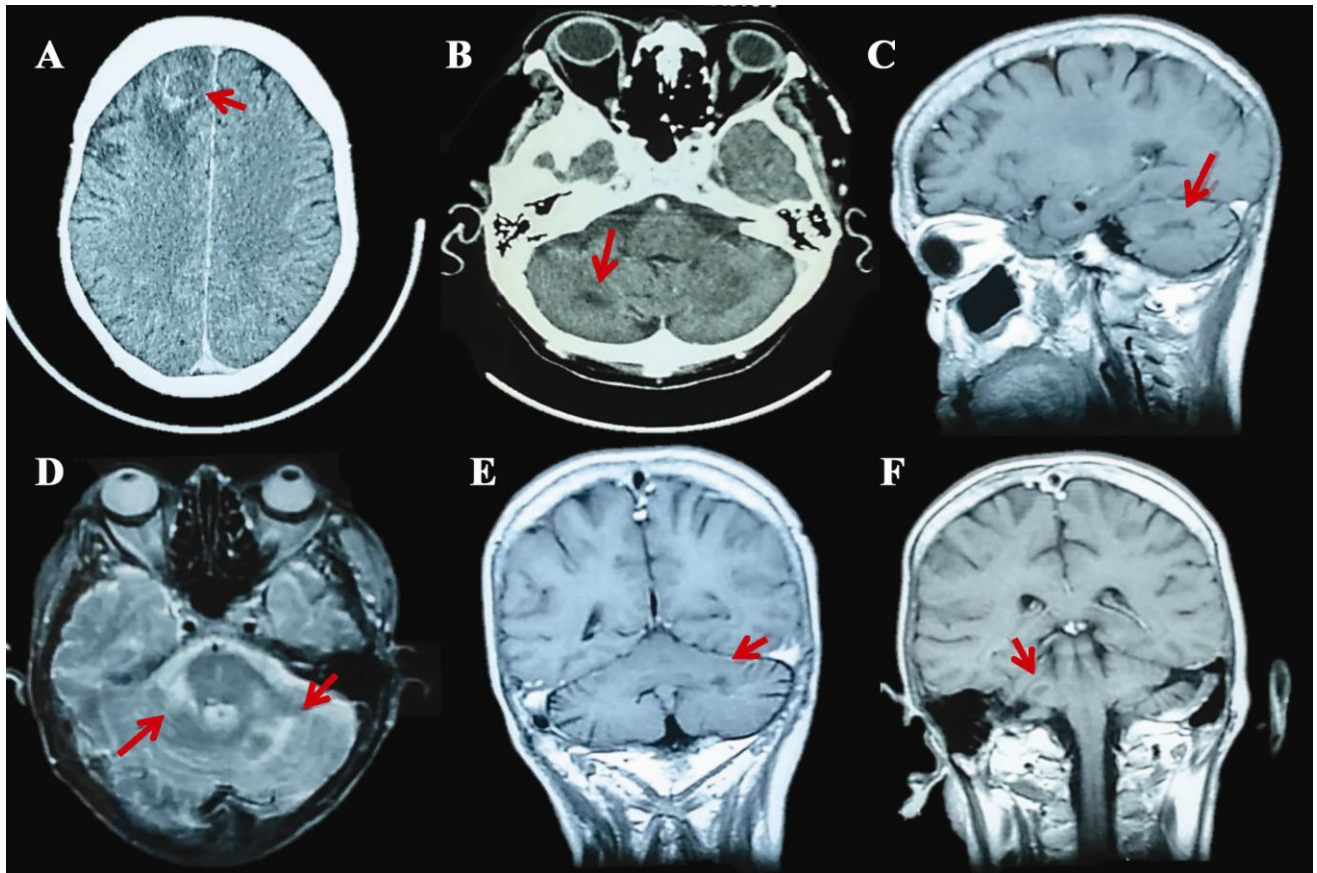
TC de cráneo (A y B) y RMN (C, D, E y F): (A y B): A) Lesión hipodensa con captación periférica y edema perilesional en lóbulo frontal derecho compatible con absceso. B) Lesión hipodensa localizada en hemisferio cerebeloso derecho, de aspecto nodular, sin claro realce tras la administración de contraste que sugiere lesión infecciosa. (C, D, E y F): Lesiones localizadas en ambos hemisferios cerebelosos, hipointensas en secuencias T1 (C y E) e hiperintensas en secuencias T2 (D), con captación periférica tras la administración de gadolinio (G), en relación con abscesos.
